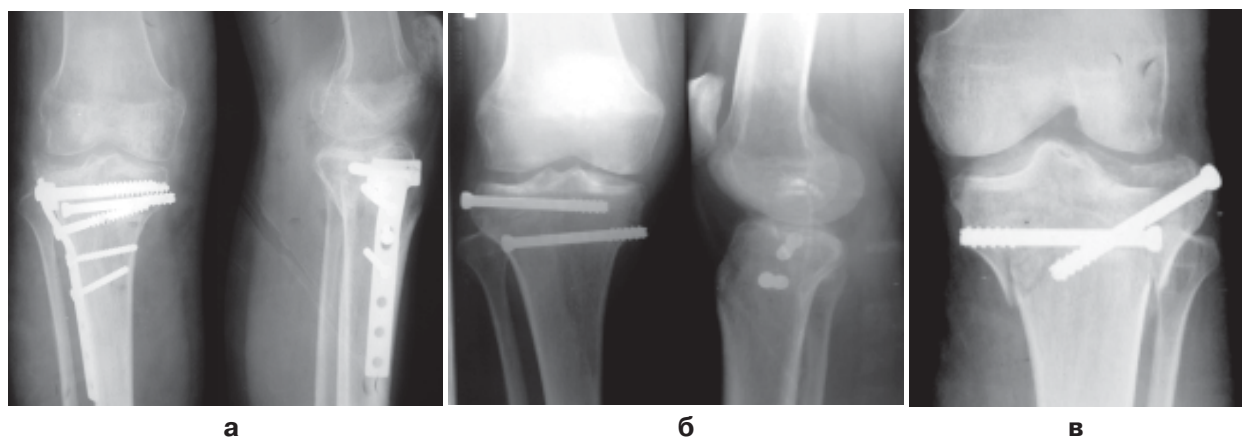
Рентгенограммы коленного сустава (больная П., 23 г.). а – после остеосинтеза перелома В1, б – после повторной травмы, в – после остеосинтеза перелома СЗ.
